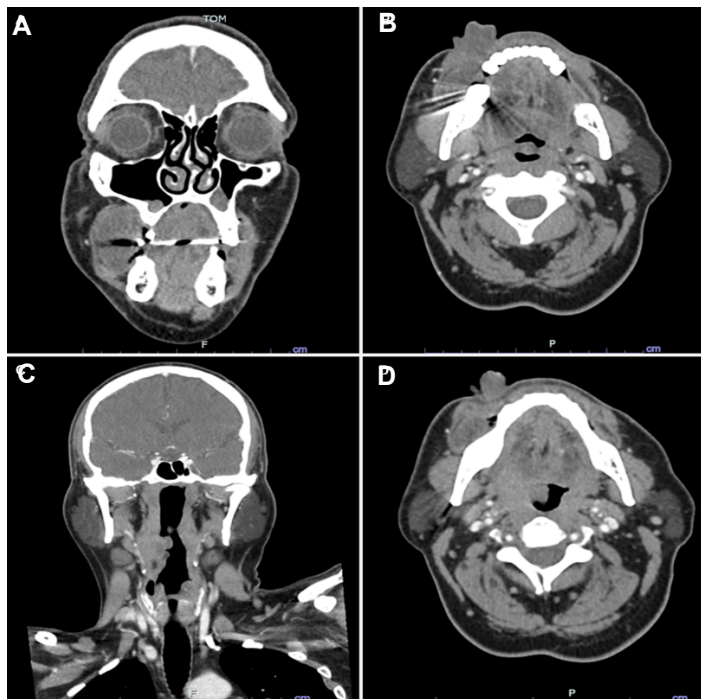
(A) y (B) Cortes coronal y axial de la TC de los senos paranasales con contraste, con masa de baja densidad central, originada en el trigono retromolar derecho y que ocupa el vestibulo bucal. (C) y (D) Cortes coronal y axial de la TC de cuello con contraste, con masa de baja densidad central, originada en fosa amigdalina derecha. Imágenes del paciente.
